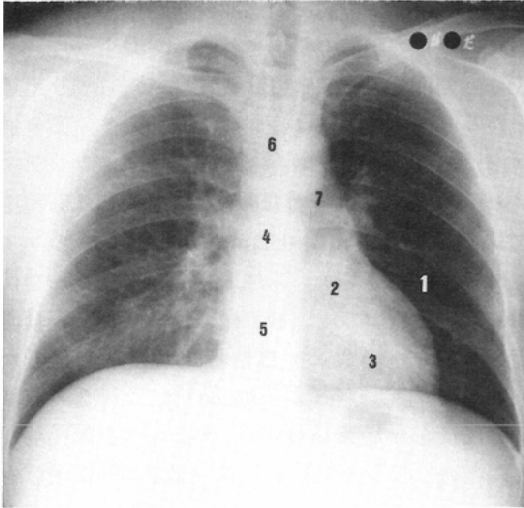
Measurement points of radiographic density for conventional and compensating screen techniques.
